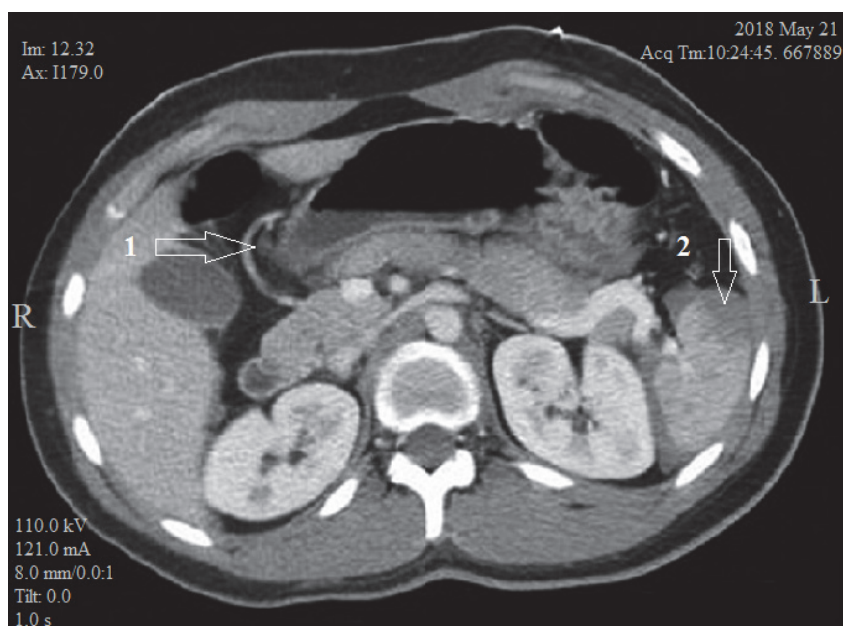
МСКТ хворого на гематому ДПК (1) та пошкодження верхнього полюса селезінки (2)
